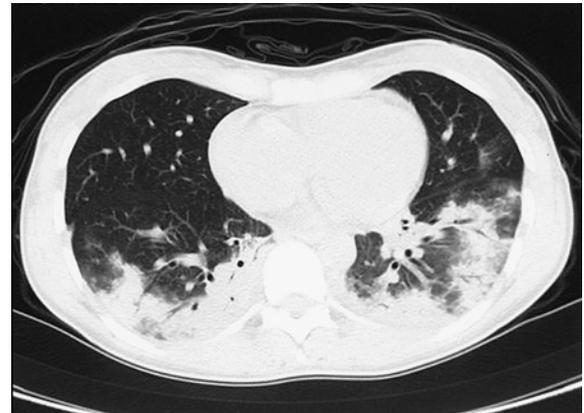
Chest radiograph on day 5, showing worsened patchy consolidation in bilateral lower lobes.
